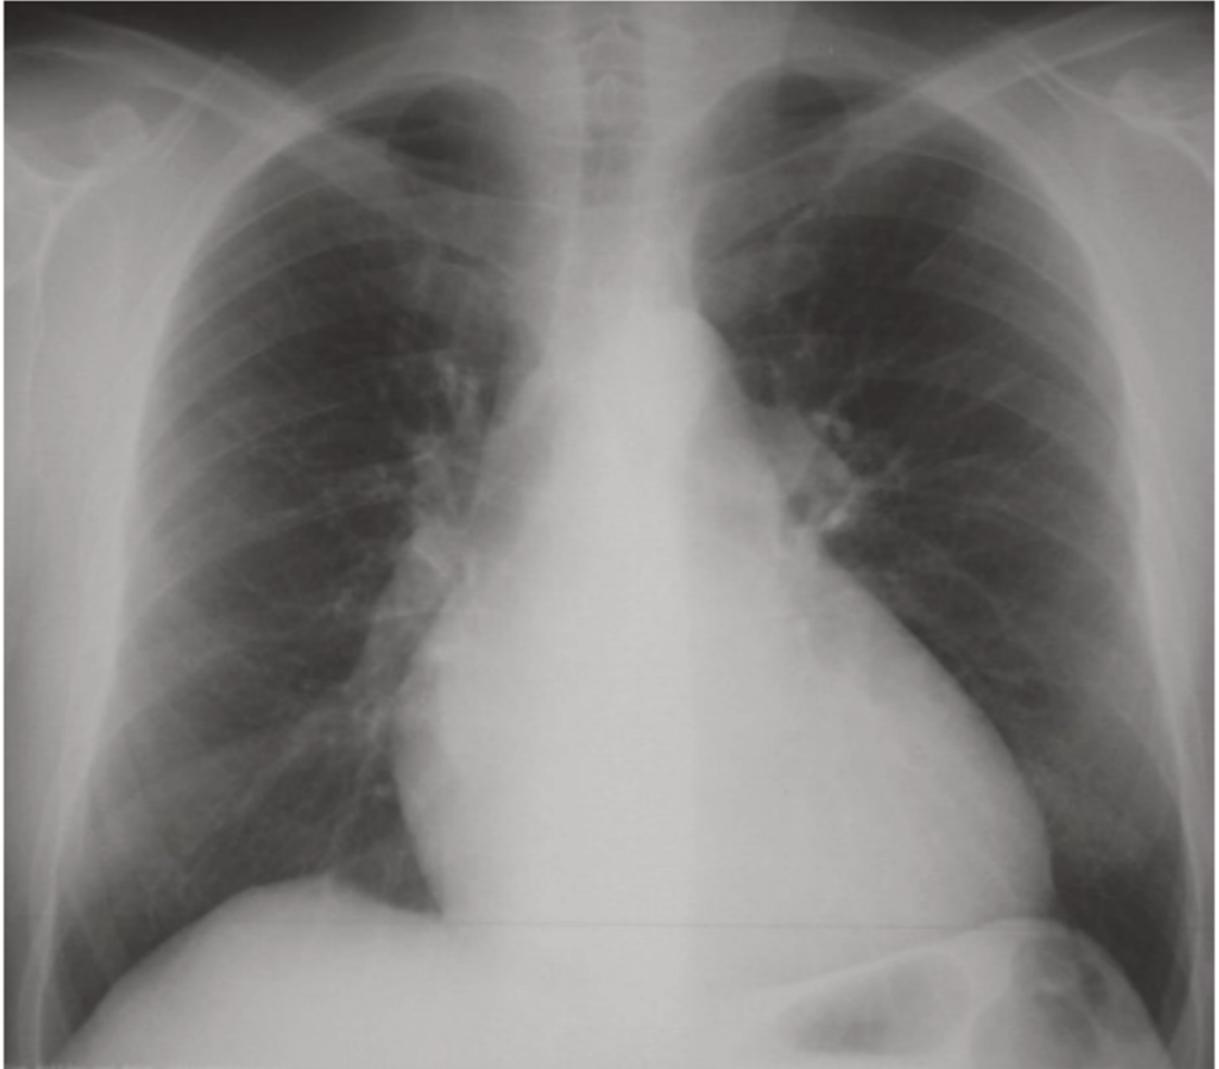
Radiographie du thorax révélant une cardiomégalie [4]
